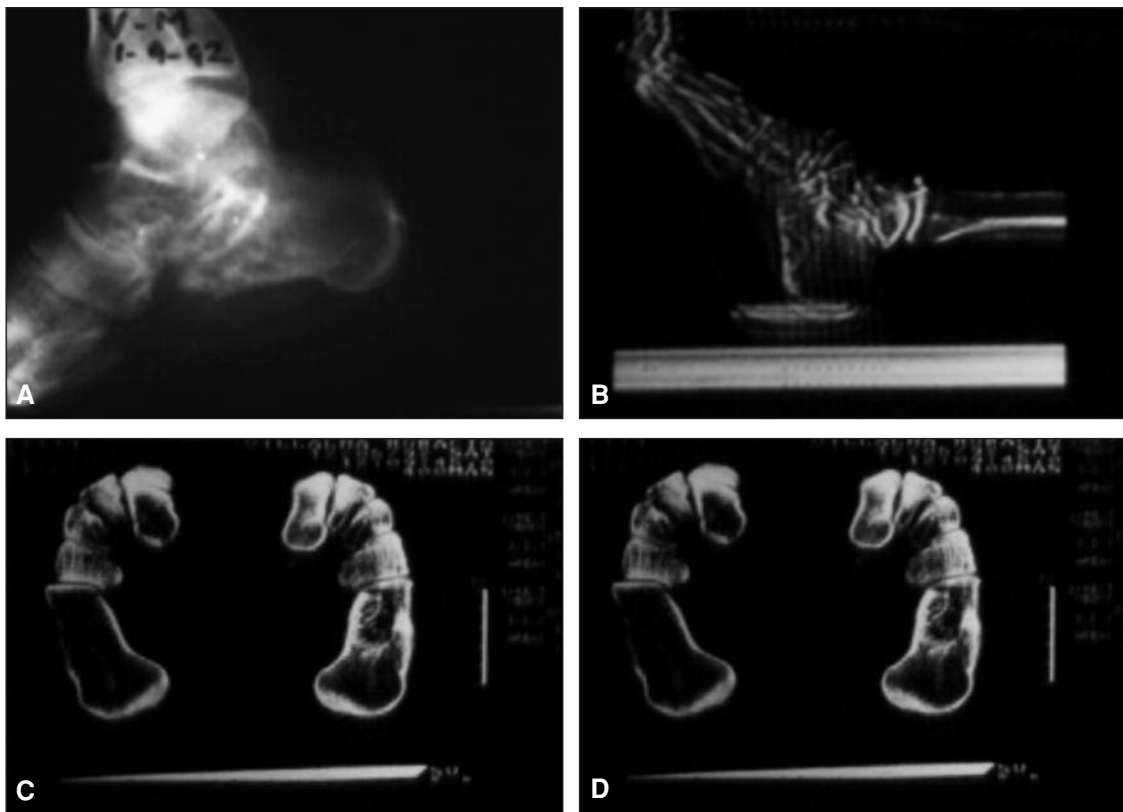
Fibroma condromixoide de calcáneo; A. Radiografía de perfil. B, C y D. Tomografía computarizada.
